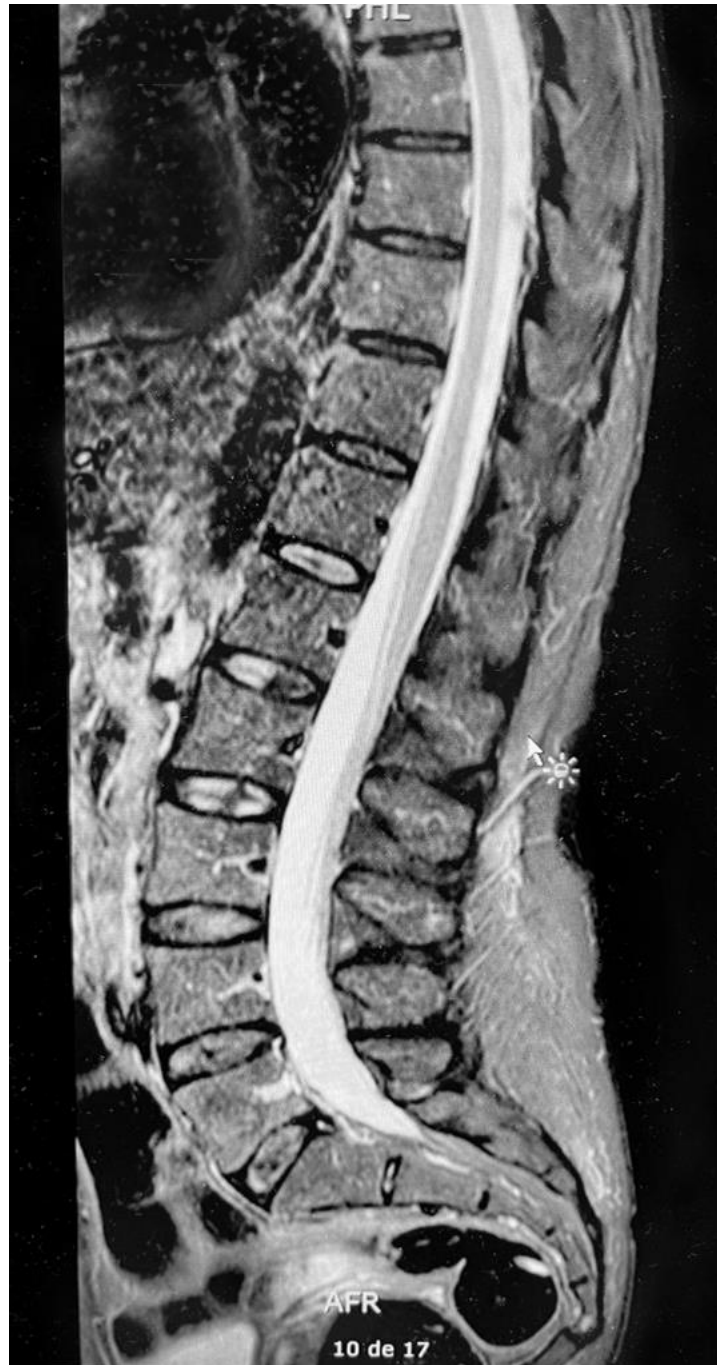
Resonancia magnética de columna lumbar con contraste, donde no se observa mielopatía. Obtenida de: historia clínica de la paciente
